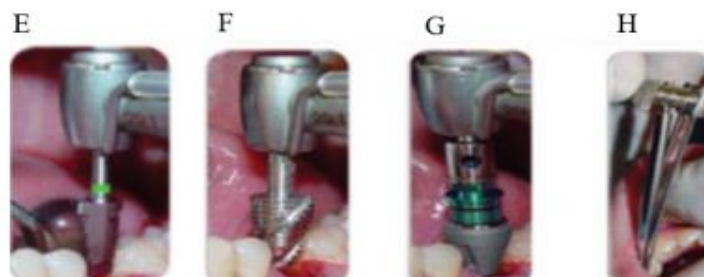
(A) Radiografia periapical do dente a ser extraído. (B) Extração atraumática do dente. (C) Fresa piloto. (D) Fresa de 3mm de largura.
